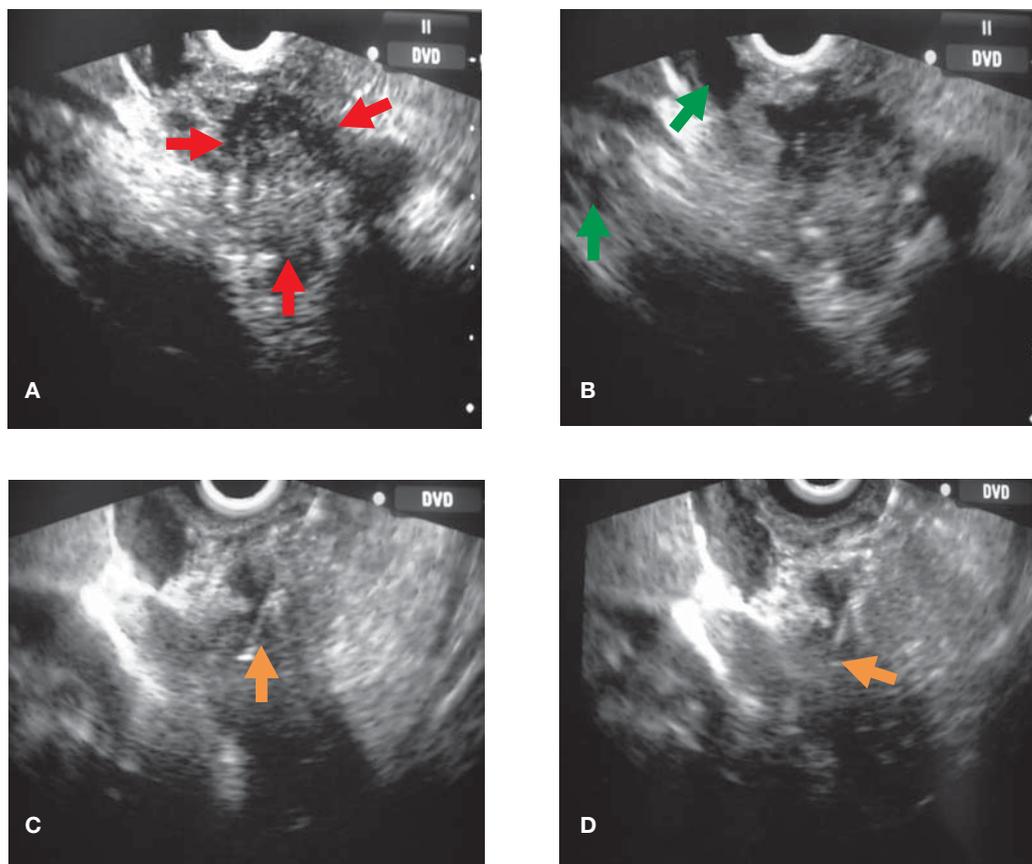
En las imágenes de ultrasonografía endoscópica y en forma secuencial se aprecia: (A) lesión tumoral a nivel de la cabeza del páncreas hacia la porción ventral de aspecto heterogéneo (flechas rojas), hipocogénico, de bordes irregulares. (B) se aprecia en la siguiente imagen, foco de metástasis hepática y dilatación coledociana (flechas verdes). C y D se aprecia el área de punción en el centro de la lesión descrita y la aguja de punción guiada por ultrasonografía endoscópica (flechas amarillas).
